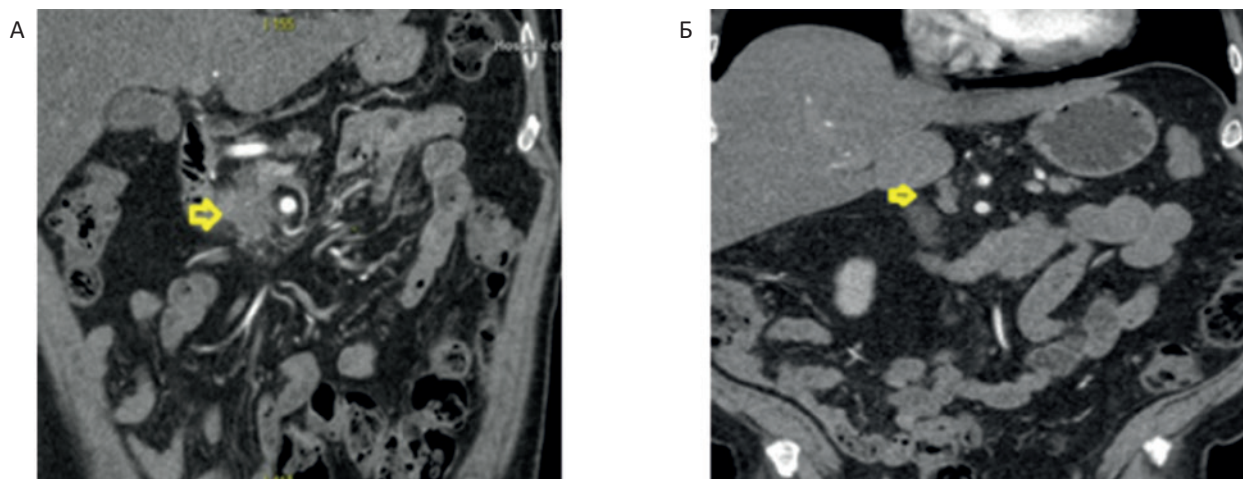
КТ-изображения поражения поджелудочной железы до и после химиолучевой терапии в режиме гипофракционирования, желтые стрелки указывают на место поражений головки поджелудочной железы.
